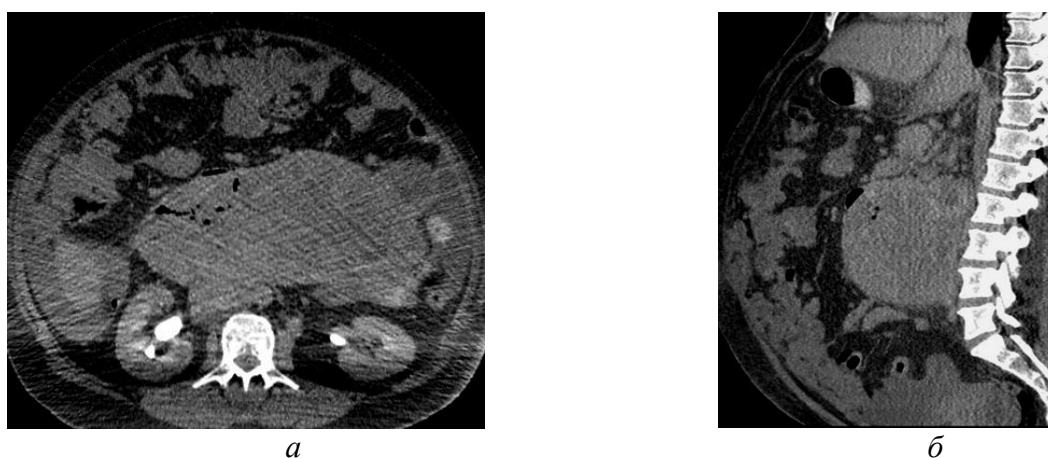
a, б*. МСКТ брюшной полости с контрастным болюсным усилением пациентки Г., 32 года. Лимфома брюшной полости, небольшое количество свободной жидкости (отсроченная фаза сканирования)
